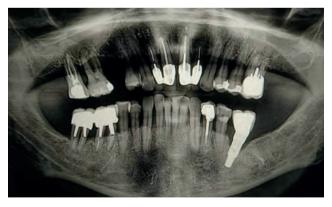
Ортопантомограма хв. Г., 47 р. на момент звертання. Генералізований пародонтит верхньої та нижньої щелеп. Периімплантит.
